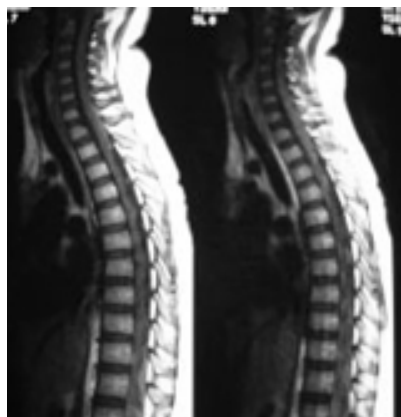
IRM sagital de columna torácica que muestra irregularidad en el contorno de la médula espinal.
